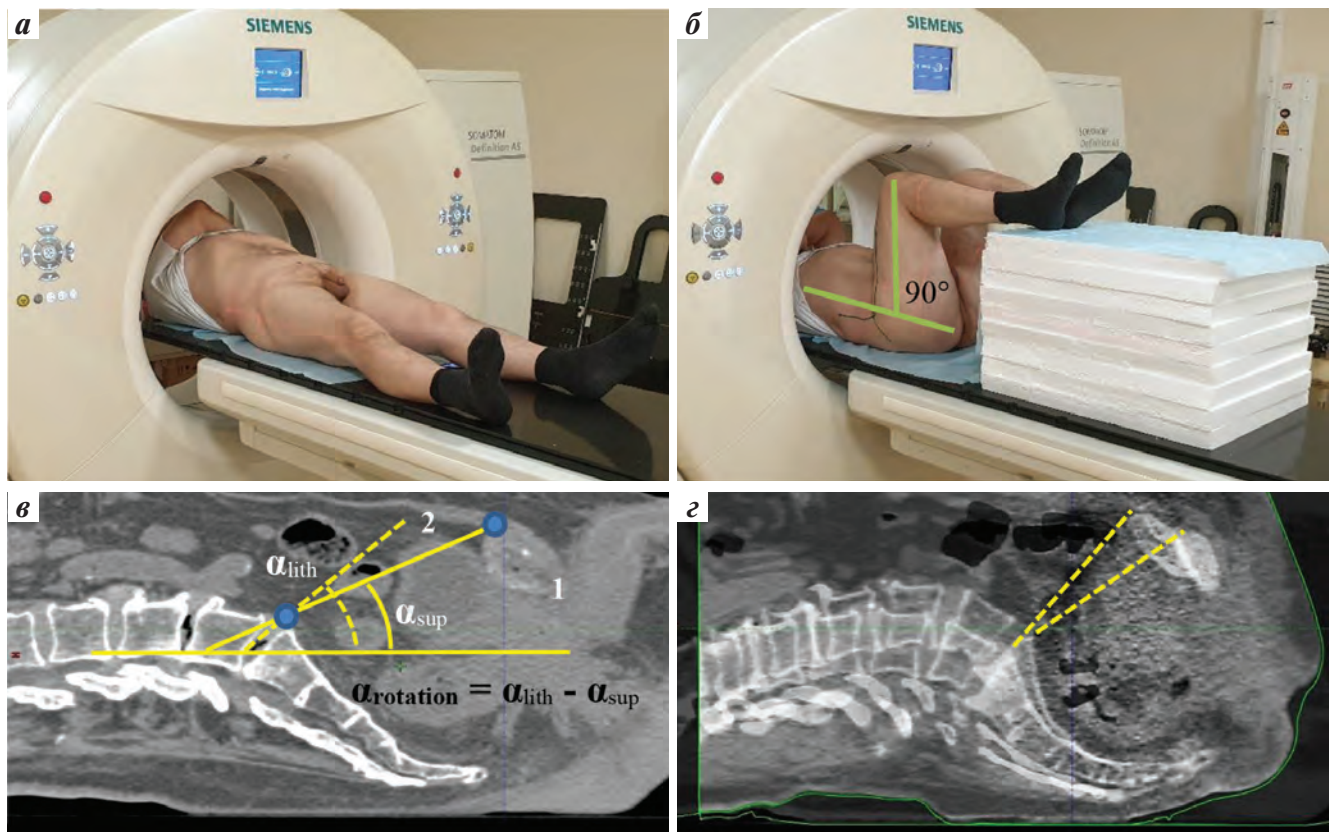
Дизайн исследования по оценке влияния положения тела на взаимную топографию предстательной железы и сосудистых критических органов: а – стандартное положение на спине; б – моделирование литотомической позиции; в – формирование угла (α) для расчета степени ротации таза (1 – линия, проходящая параллельно деке стола, 2 – линия, соединяющая наиболее выступающие точки лобкового симфиза и промоториума); з – совмещение 2 изображений пациента В., полученных при последовательном компьютерном томографическом сканировании в 2 положениях
